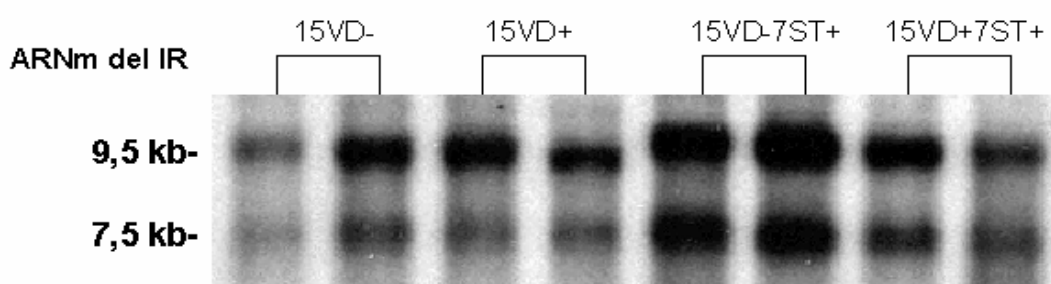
Efecto del tratamiento con la 1,25-dihidroxitamina D_3 sobre los niveles de ARNm del receptor de insulina en el tejido adiposo perirrenal de ratas sin o con diabetes experimental inducida por la estreptozotocina. A) Análisis *Northern* de muestras de 40 μg de ARN total extraído de animales controles con tratamiento simulado durante 15 días (15VD-), animales tratados con la 1,25-(OH) $_2D_3$ a la dosis de 0,5 $\mu\text{g}/\text{kg}/\text{día}$, durante 15 días (15VD+), animales con tratamiento simulado y con diabetes experimental inducida por estreptozotocina a partir del 8 $^\circ$ día del tratamiento (15VD-7ST+) y por último, de animales tratados con 1,25-(OH) $_2D_3$ durante 15 días y con diabetes experimental inducida por estreptozotocina a partir del 8 $^\circ$ día del tratamiento (15VD+7ST+). En la autorradiografía se muestran las dos principales especies de ARNm del IR con sus tamaños al margen. B) Lecturas desintométricas normalizadas con los respectivos valores de ARNr 28 S y expresadas en unidades arbitrarias relativas al valor 100 dado a cada una de las especies del ARNm del IR en el grupo 15VD- [Medias \pm SEM, ^a $p < 0,05$ (Cada uno de los grupos) vs. (15VD-)]
